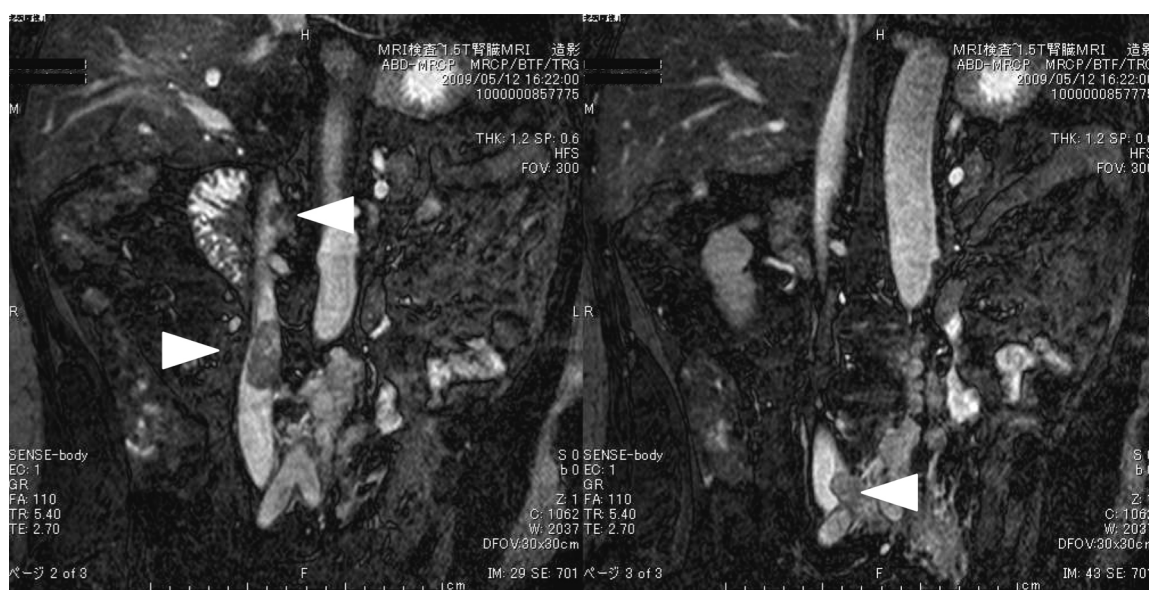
MRI shows recurrent renal cell carcinoma in the IVC, the left common iliac vein and the left renal vein.
